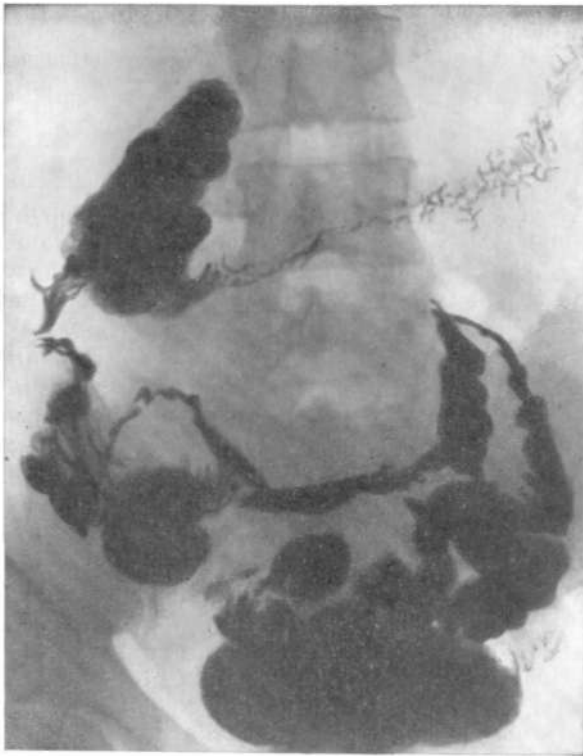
Рентгенограмма кишечника. Неравномерное сужение тонкой кишки и правой половины толстой с неровными контурами при абдоминальном актиномикозе.
